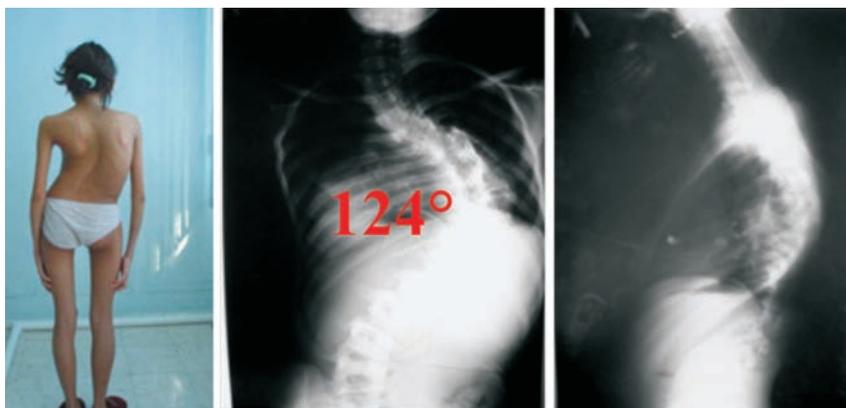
Рентгенограммы и фото больной Ю., 16 лет
